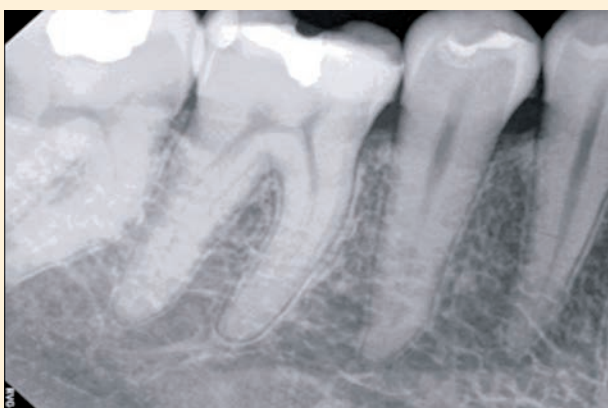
Radio-control a los 3 meses 2 semanas, periapical. 4-noviembre-2015.
